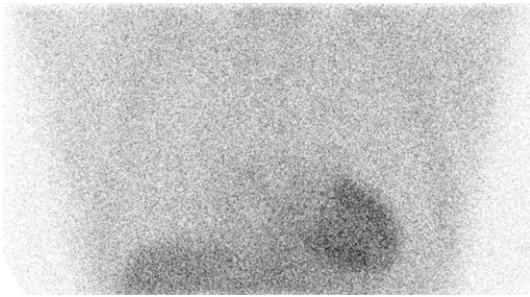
Imaging of ^{201}Tl scintigraphy obtained simultaneously with ^{123}I -BMIPP scintigraphy shows no abnormal lesions in the lung.
